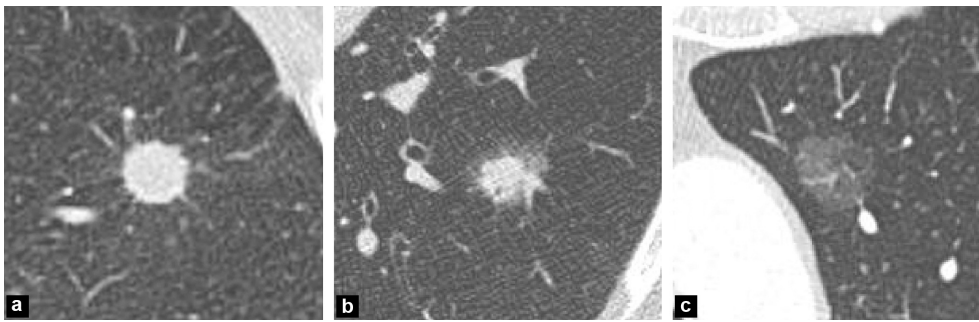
TDM montrant exemples de nodules :a) solides, b) semi-solide, c) en verre dépoli.
